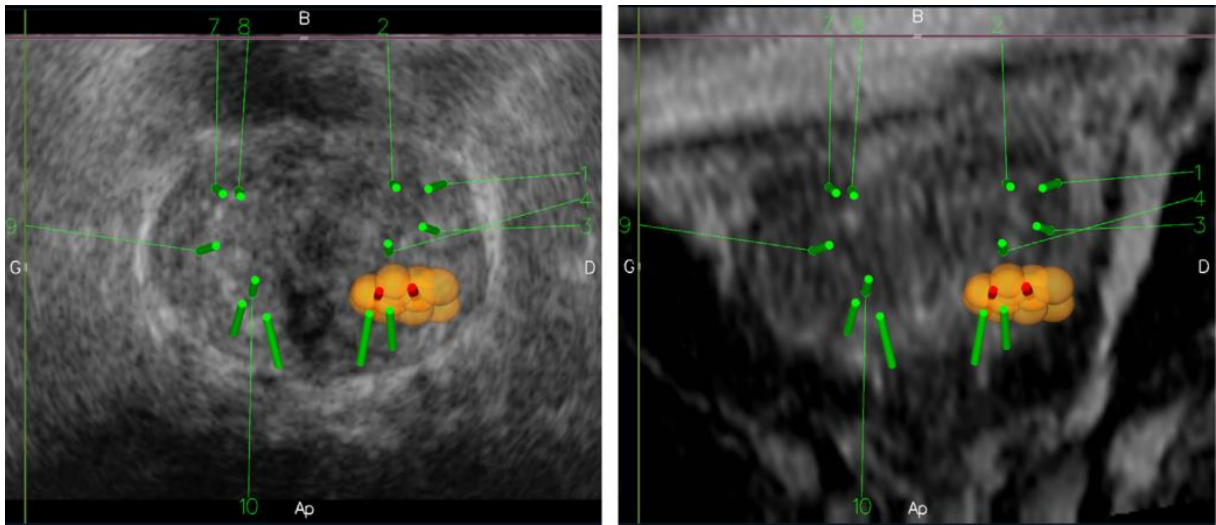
Projection des trajets de biopsie sur les images échographiques (gauche) d'IRM (droite) après fusion des images et inclusion de la cible d'intérêt. (53)
